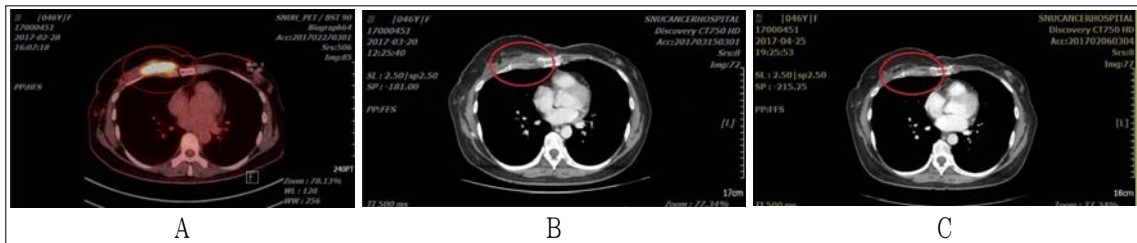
Comparison of computed tomography images before and after treatment.
